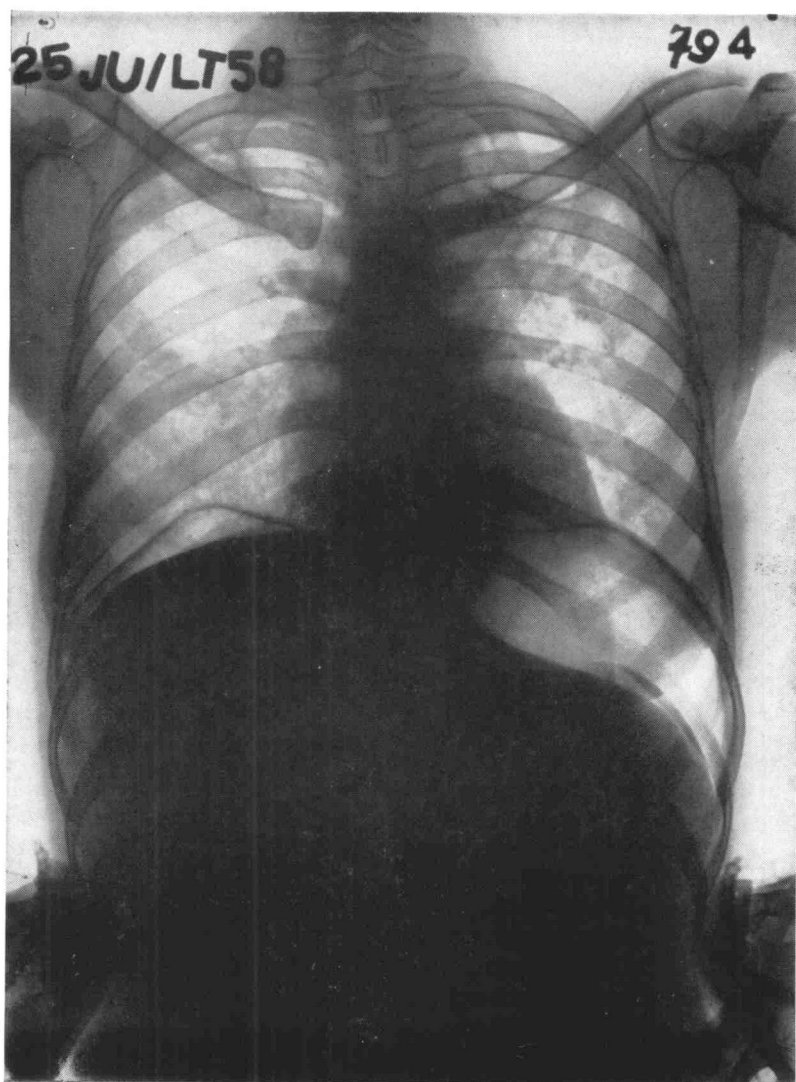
Observation n° 1. Radiographie préopératoire après nettoyage par les antibiotiques. Il persiste une caverne du lobe supérieur gauche.
